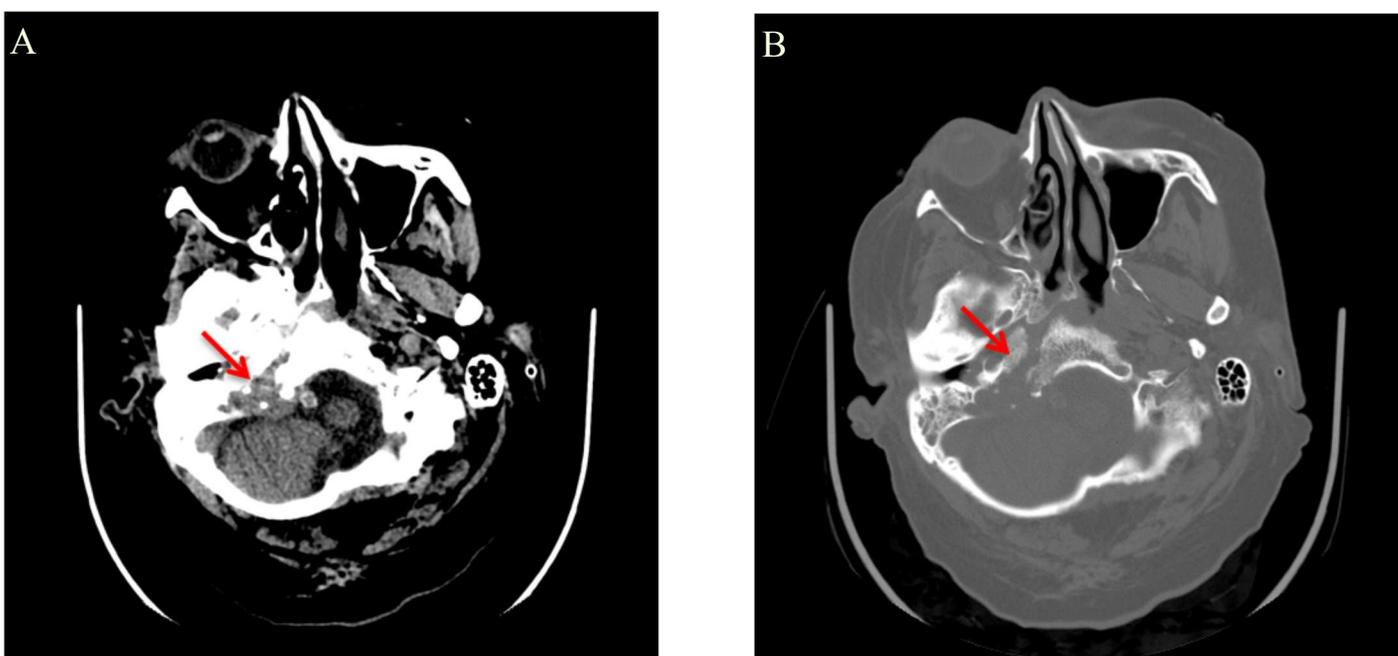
Lesão expansiva/infiltrativa jugulo -timpânica direita com extensão intracraniana, sugestiva da presença de um paraganglioma. 1a: Imagem de TC, janela de tecidos moles, plano axial. 1b: Imagem de TC, janela de osso, plano axial.
